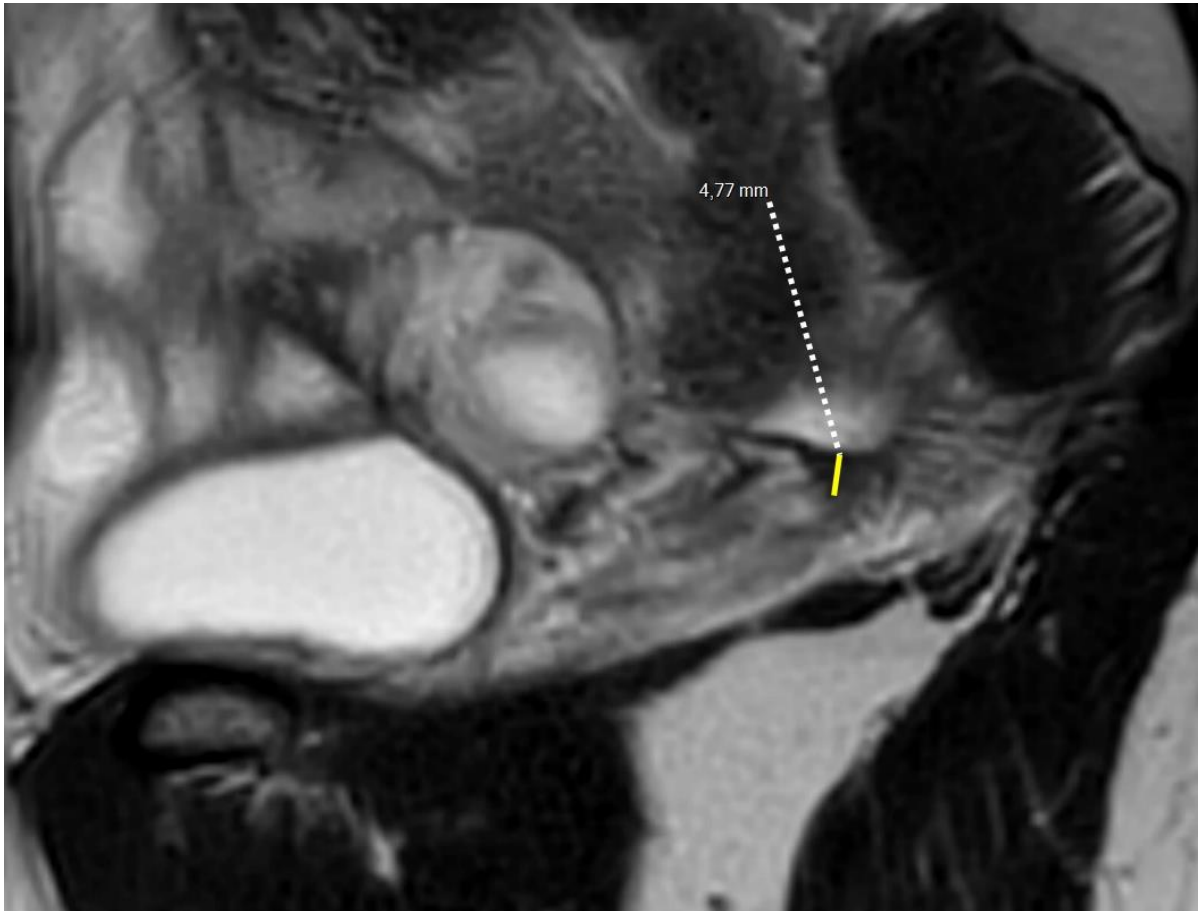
IRM séquence sagittale T2 : mesure du diamètre crânio-caudal d'un LUS dans le plan sagittal, évalué à 5 mm.
